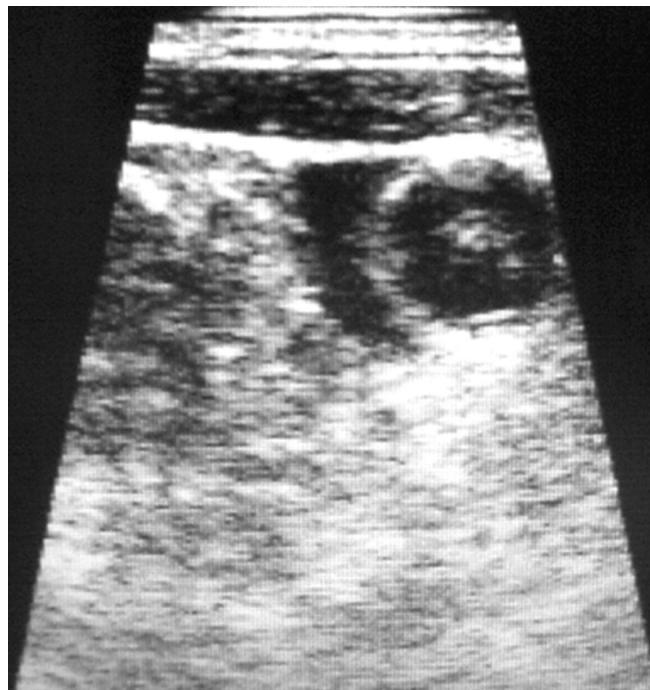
Immagine ecografica di una vena giugulare interna destra “difficile”, per via della compressione da parte dell'arteria carotide comune.
